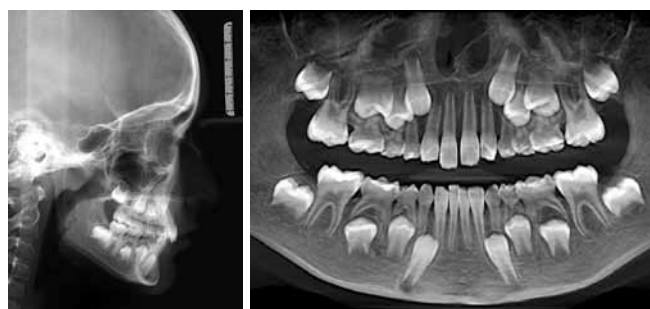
Рентгеновские снимки пациентки З. (боковая телерентгенограмма, компьютерная томограмма)
